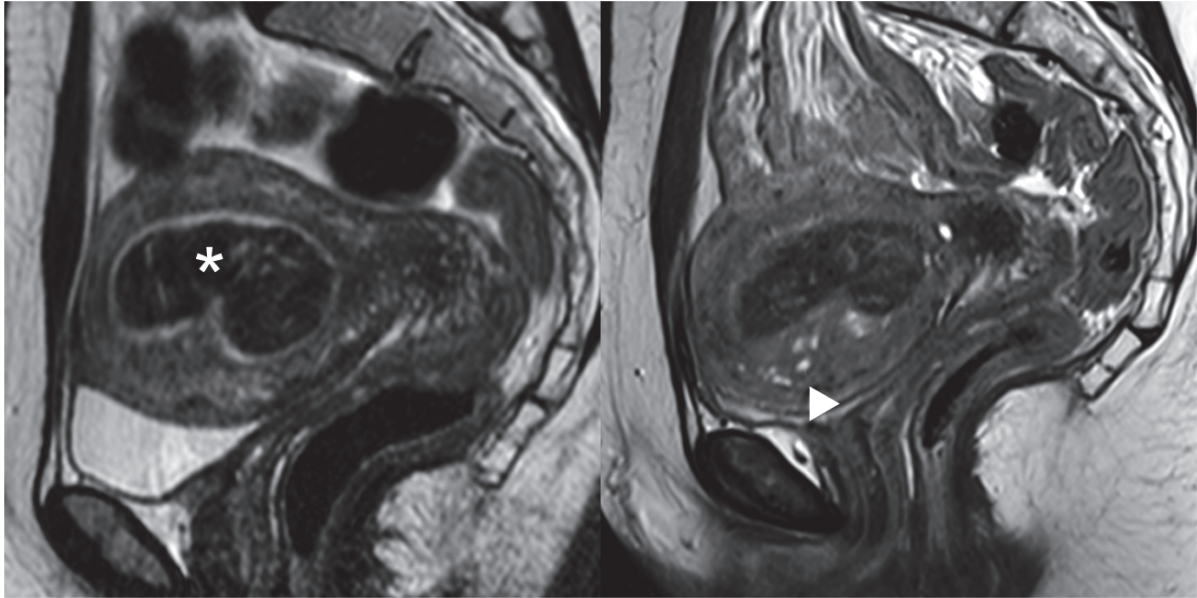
MRI before and after UPA treatment
